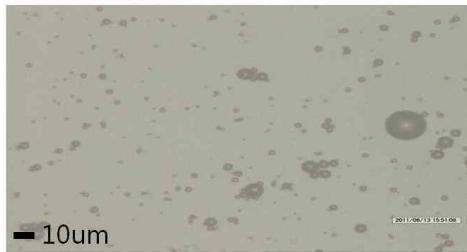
광학현미경을 통한 초음파 조영제의 크기 및 밀도 (Day 1)
